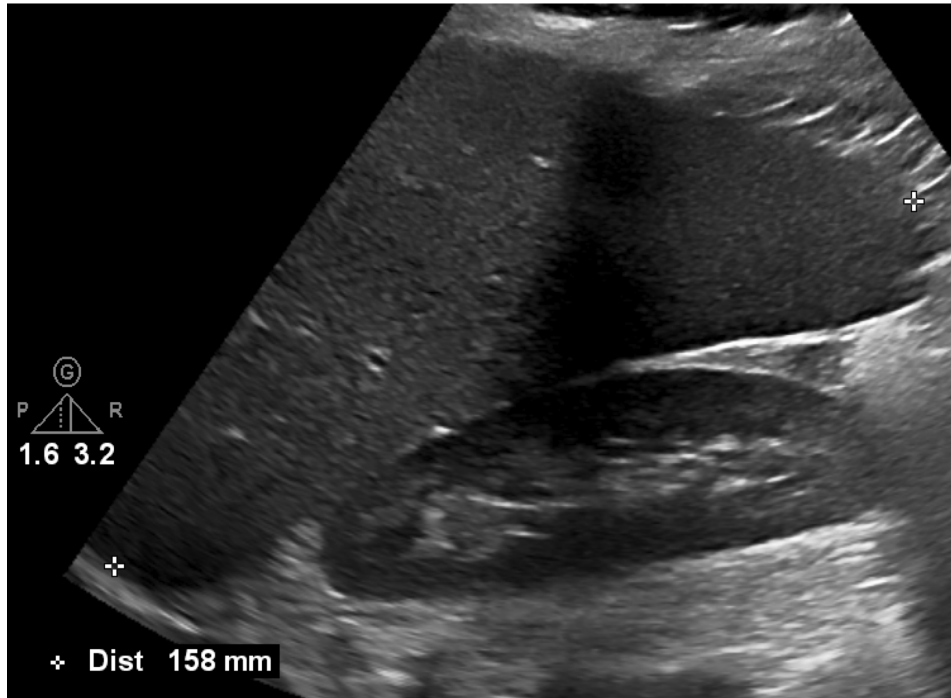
Femenino de 18 años de edad con diagnóstico de D-LAL homocigota, ultrasonido abdominal en escala de grises en donde se identifica hepatomegalia, adicionalmente se identifica esteatosis.
